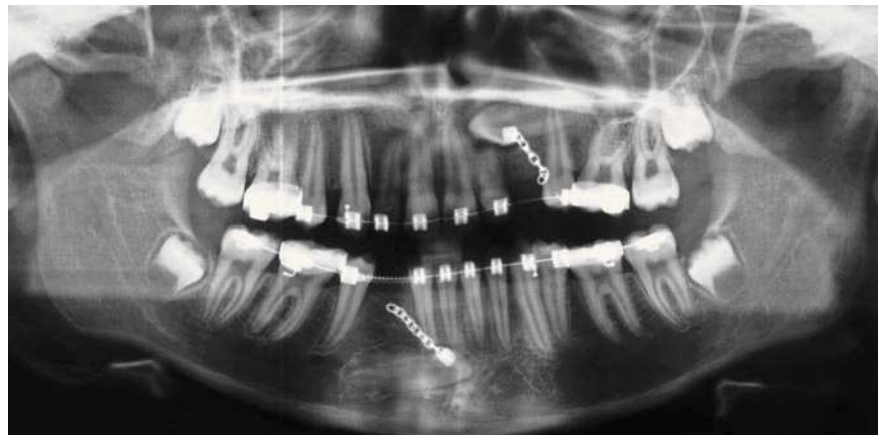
Radiografía panorámica de octubre de 2007.
